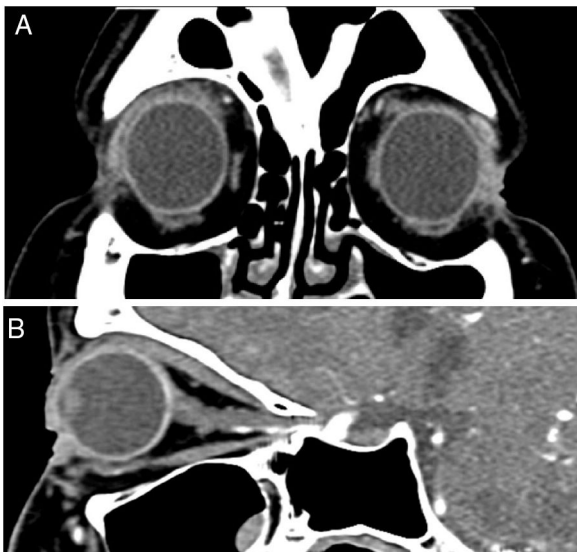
A) TAC de órbitas con reconstrucción sagital derecha en donde se observan los músculos recto superior y recto inferior sin engrosamientos. B) TAC de órbitas con reconstrucción coronal en donde ya no se observa el engrosamiento de los músculos rectos.
